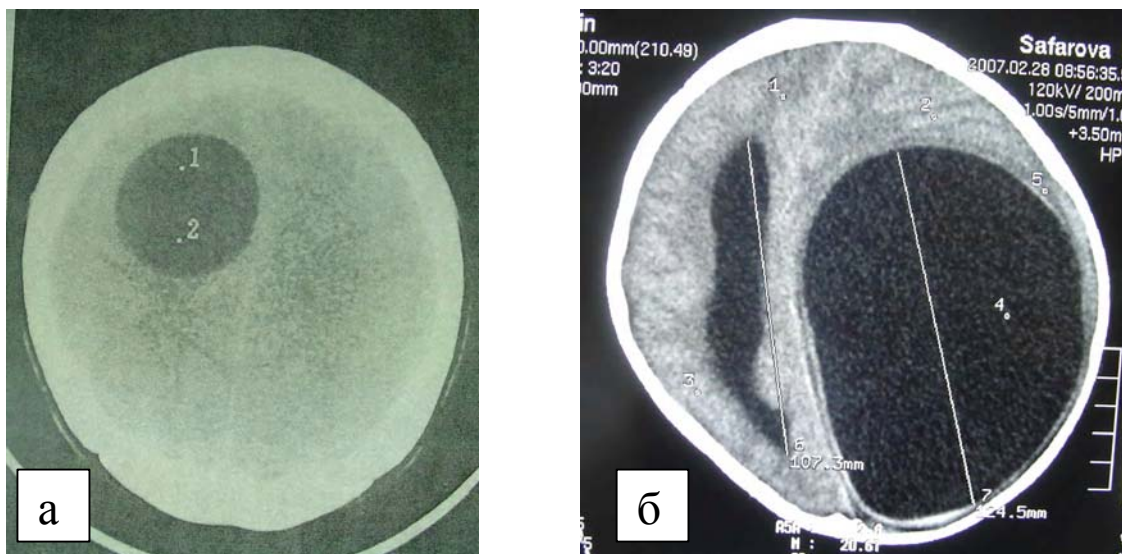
КТ изображение эхинококковой кисты лобно-теменной доли мозга справа (а); Гигантская эхинококковая киста левого полушария головного мозга (б)
